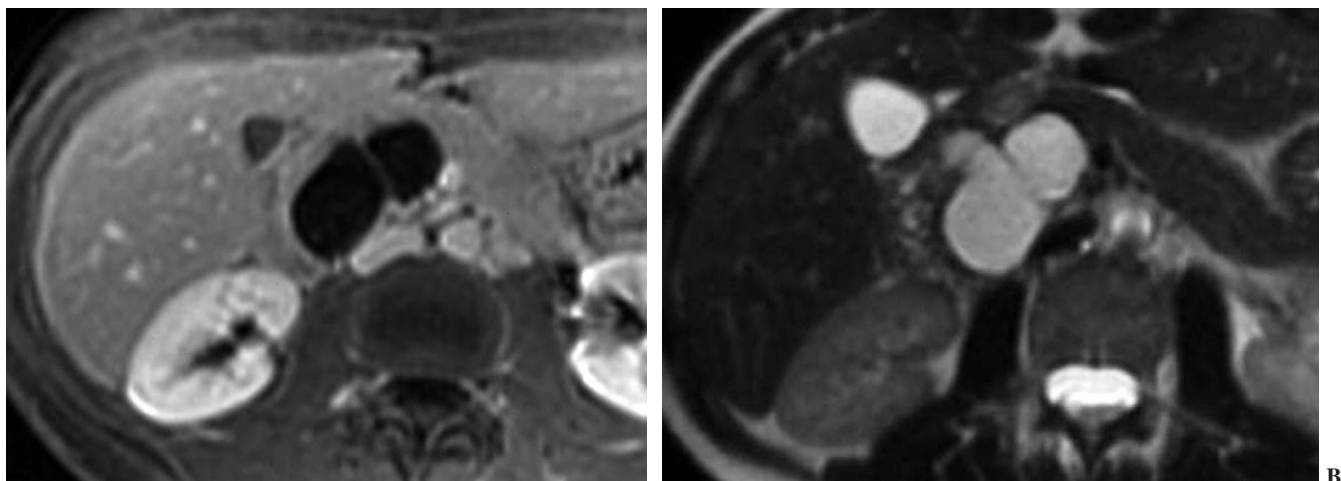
Imágenes axiales de RM (A) T1 con supresión grasa y contraste intravenoso y (B) FSE-T2 que muestran la misma lesión. La RM permite mejor caracterización de los septos. No se demostró realce con contraste intravenoso.
